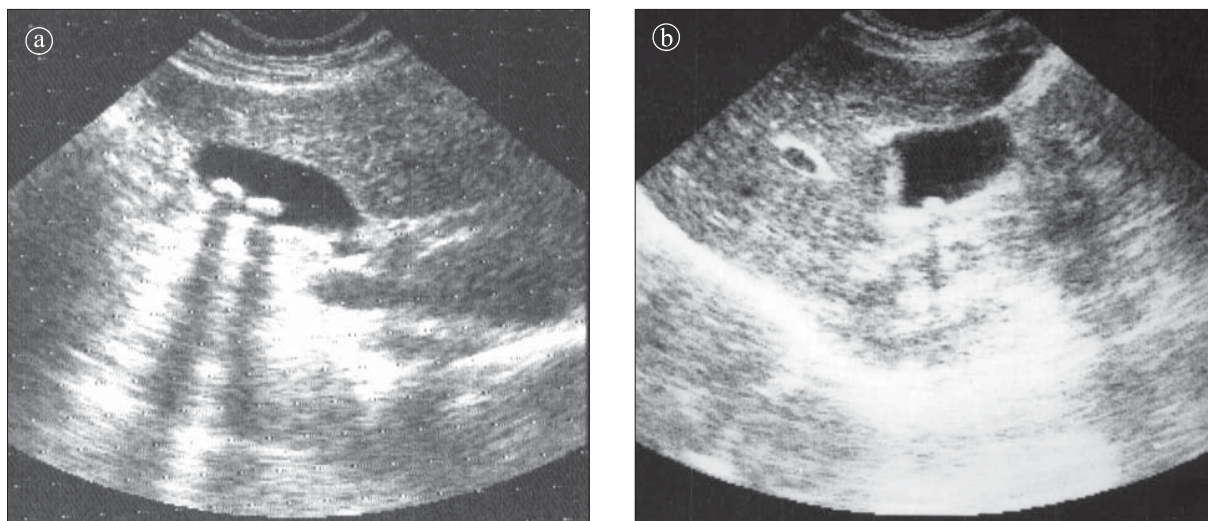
Litiază biliară. Ecografie a) secțiune longitudinală b) secțiune transversală. Imagini hiperecogene cu umbră acustică posterioară
